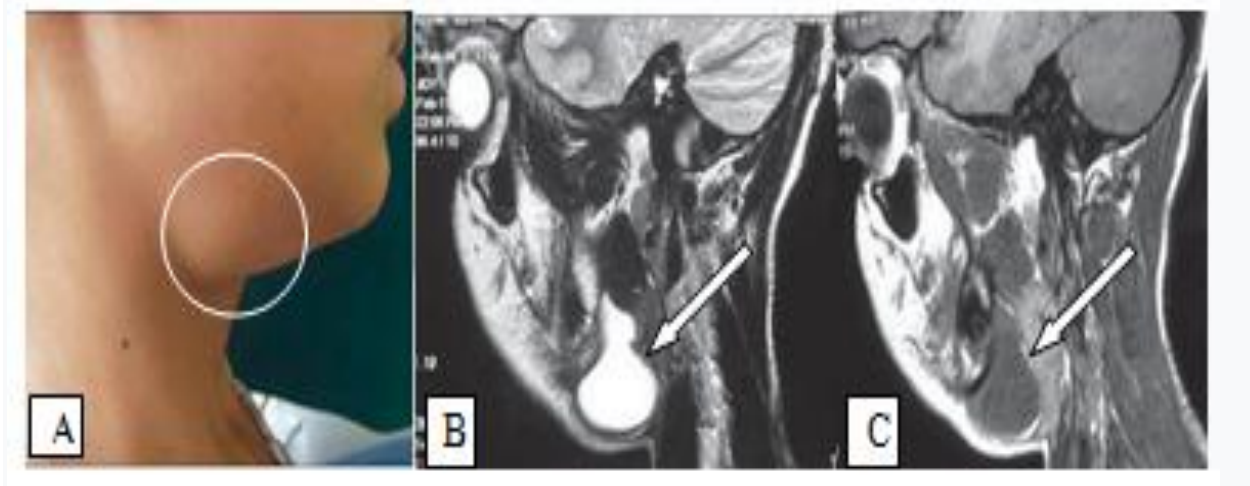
Больная Ш., 18 л.. МРТ исследование боковой кисты шеи.
